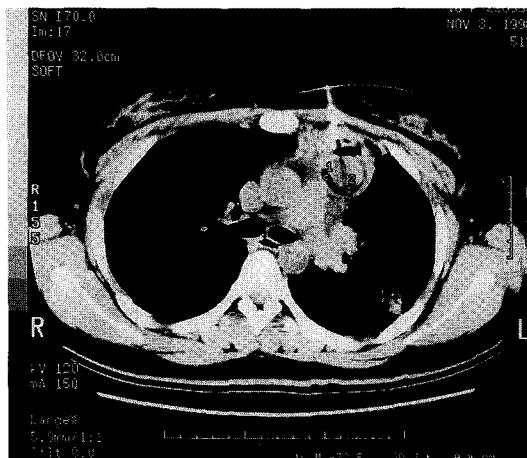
Chest CT shows cystic round mass composed of variable internal architecture including fat component, measured HU - 72.5(1) and -95(2).
